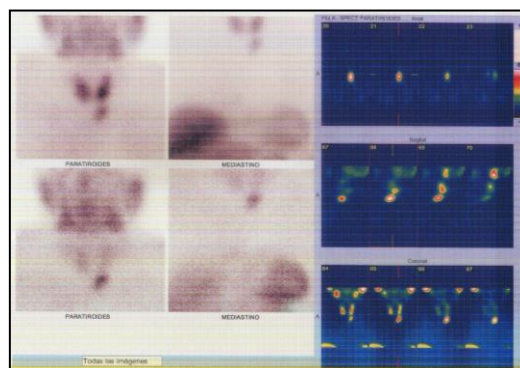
Variante tomográfica (SPECT).
